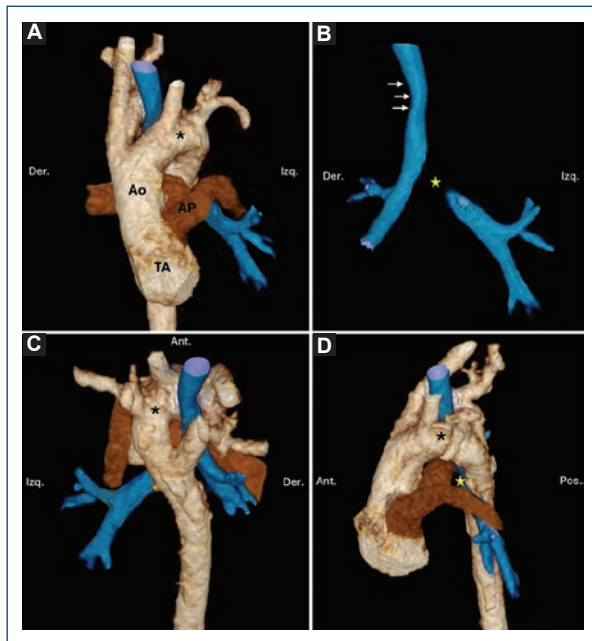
Doble arco aórtico: reconstrucciones volumétricas a partir de tomografía cardíaca en vista anterior (A y B), posterior-craneal (C) y lateral izquierda (D). Paciente de 4 meses en abordaje por disnea y cardiomegalia. Se documentó tronco arterioso tipo I con doble arco aórtico, el izquierdo es dominante (asterisco). En azul se representa la vía aérea; se observa compresión extrínseca a nivel del anillo vascular (flechas) y obstrucción grave en el bronquio fuente izquierdo (estrella).
